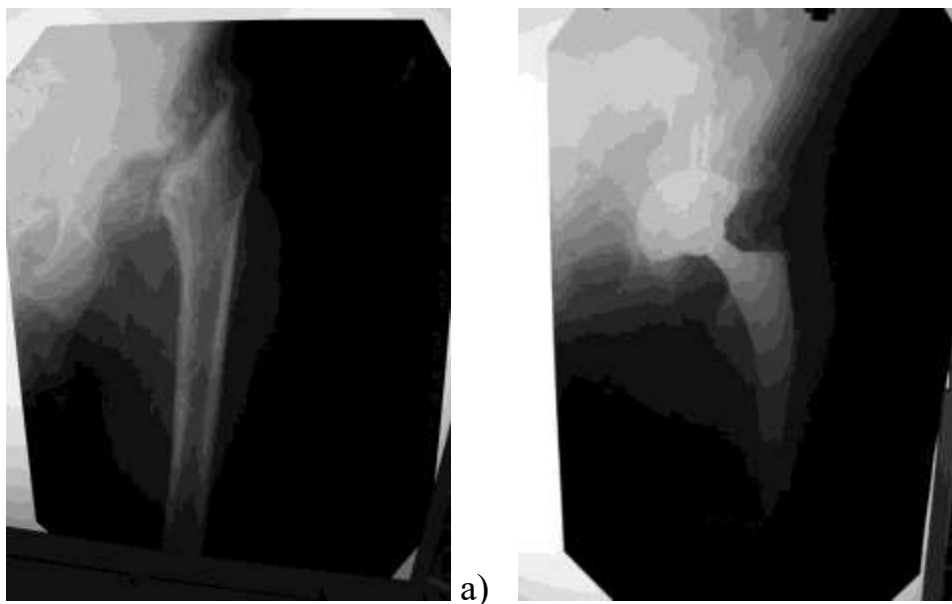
Фотовідбиток рентгенограм лівого кульшового суглоба пацієнта С., 1960р.н. а) до операції, б) після ревізійного ендопротезування
